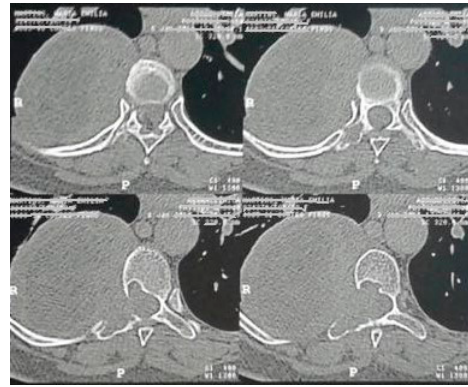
Axial view of chest CT showing well defined mass located in the posterior aspect of the right hemithorax with medullar compression and osteolytic lesions. (digitized image).
